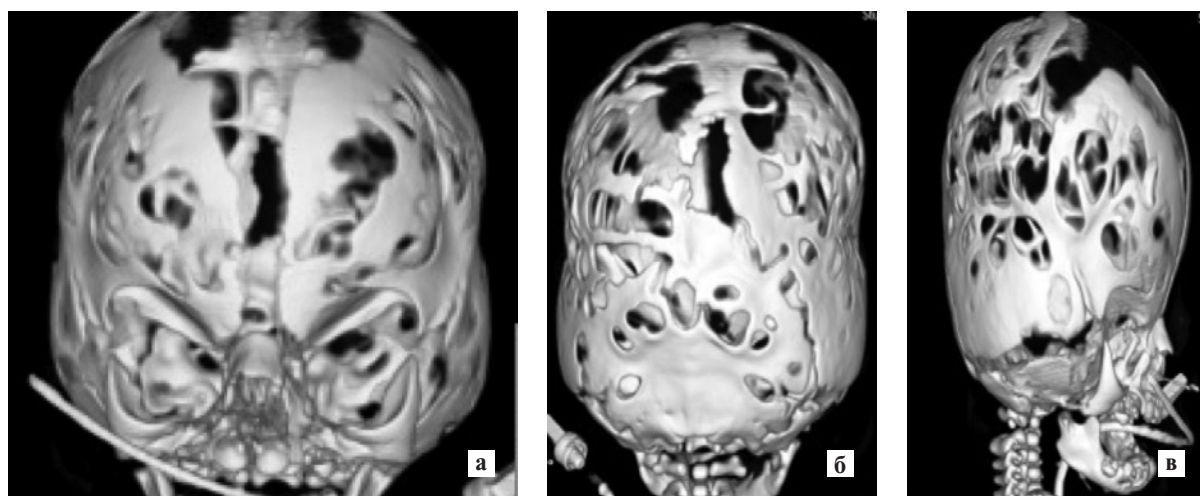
3D-компьютерная томография головы ребенка Г. — множественный краниосиностоз, краниолакуния. Вид спереди (а), вид сзади (б), вид сбоку (в)
